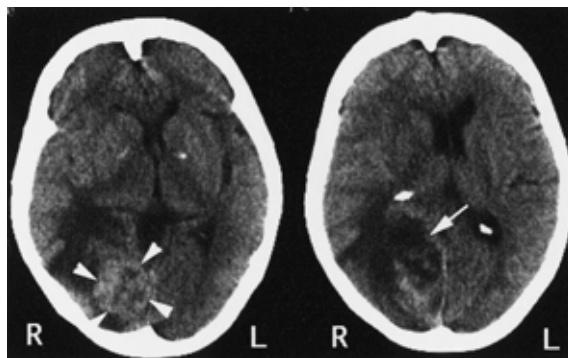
頭部CTスキャン。右後頭葉に軽度高吸収域腫瘍(図左、三角印)とその上部に嚢胞部分(図右、矢印)を認める。mass effectによるmidline shiftも伴っている。
